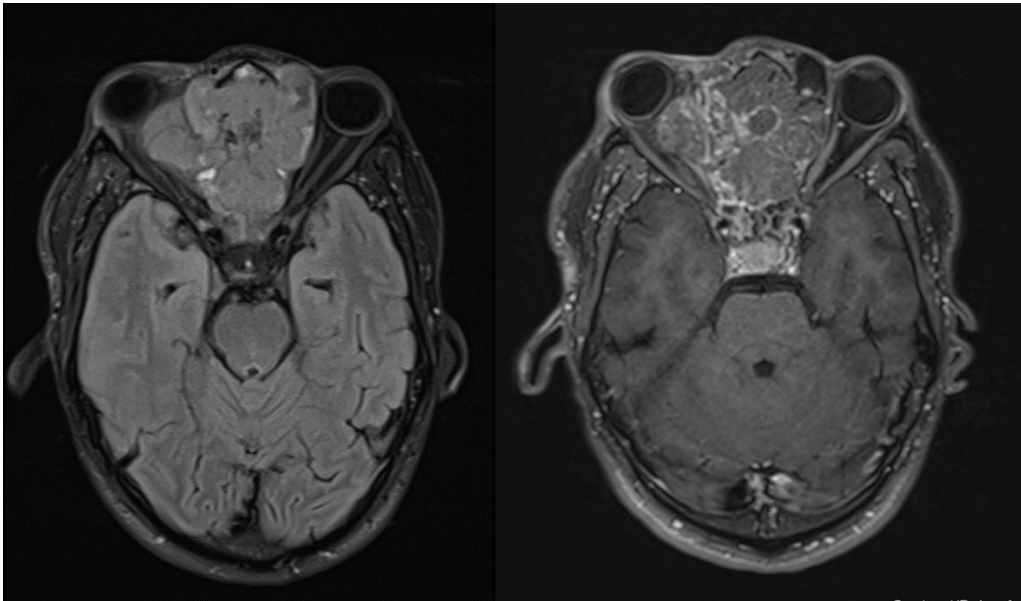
IRM cérébrale séquences T1 et T1 injectée en coupe axiale du patient A.I montrant l'extension vers l'orbite droit et la prise de contraste hétérogène après injection de Gadolinium
